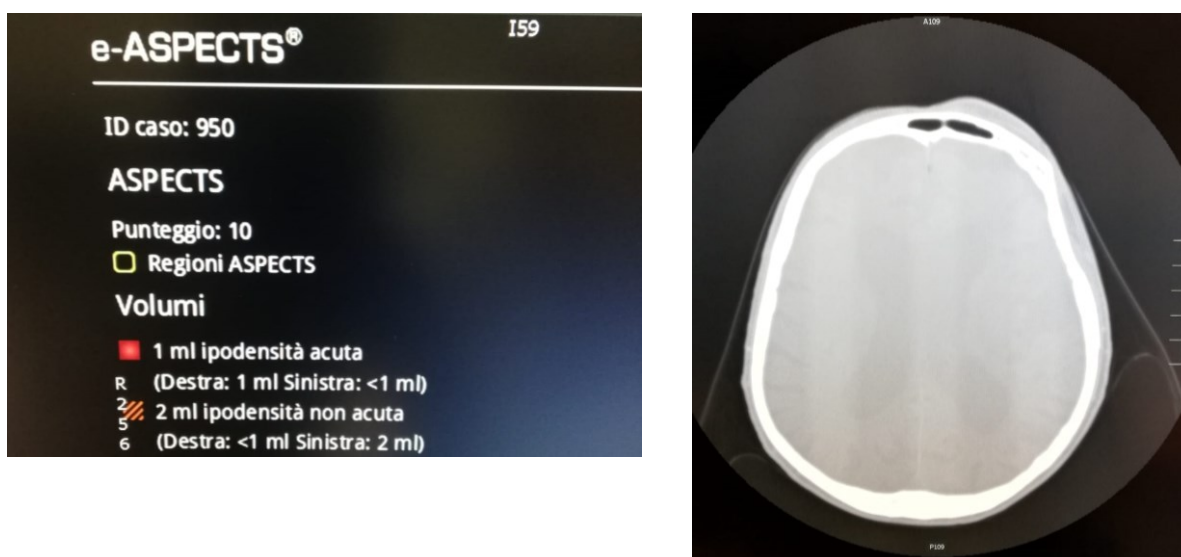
Punteggio ASPECTS della seconda acquisizione basale del caso ID950, a destra l'immagine TC: si può notare la presenza della fascia contenitiva utilizzata nello standard e il cuscinetto poggia-testa.
